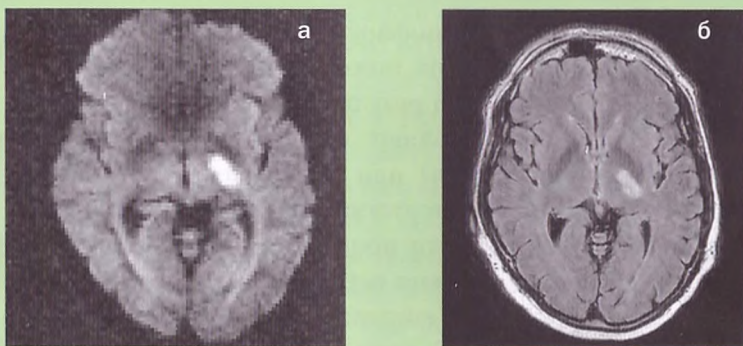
Лакунарный инфаркт в области левой внутренней капсулы: а — МРТ, диффузионно-взвешенное изображение. Очаг инфаркта в задней ножке внутренней капсулы и задней части таламуса выглядит, как зона выраженной гиперинтенсивности, что свидетельствует о свежем инфаркте. Изображение получено через 24 часа после начала заболевания; б — T2-взвешенное изображение в режиме FLAIR (подавление сигнала от свободной воды) выявляет ту же гиперинтенсивную зону инфаркта в области внутренней капсулы и таламуса. Гиперинтенсивность T2-изображения сохраняется спустя длительное время после острого развития инфаркта, поэтому для определения давности поражения изолированного применения T2-взвешенного изображения недостаточно
